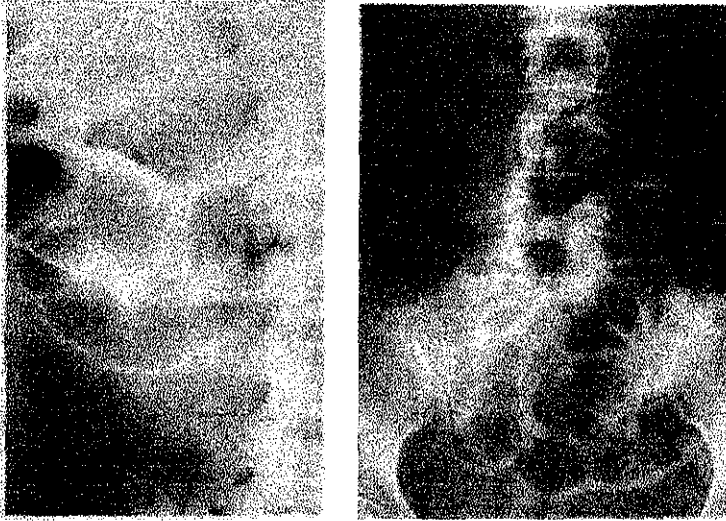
Neumoperitoneo demostrado en una radiografía abdominal en supino. Grandes cantidades de gas intraperitoneal libre, pueden ser diagnosticadas en estos dos pacientes, debido a que el gas permite la visualización de los márgenes interno y externo de la pared intestinal.
